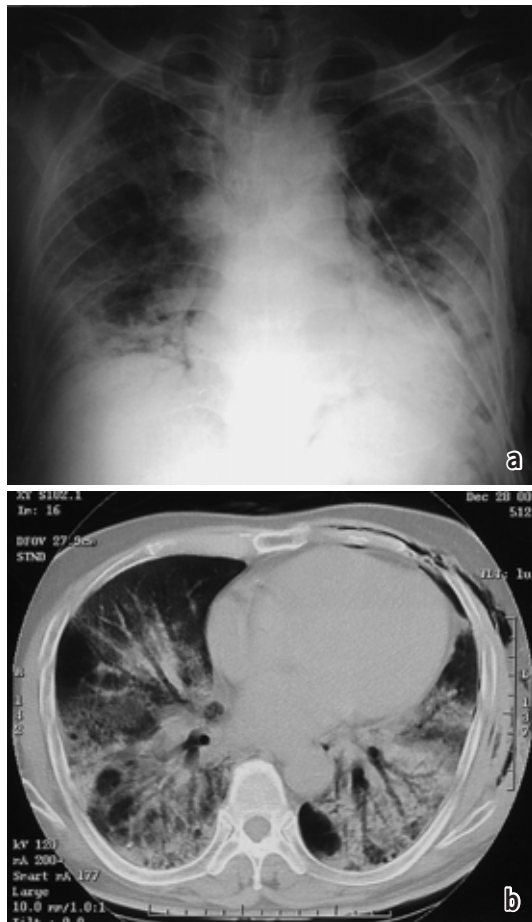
a : Anteroposterior chest radiograph obtained on the day after VATS, and revealing diffuse dense, infiltrative shadows bilaterally.
